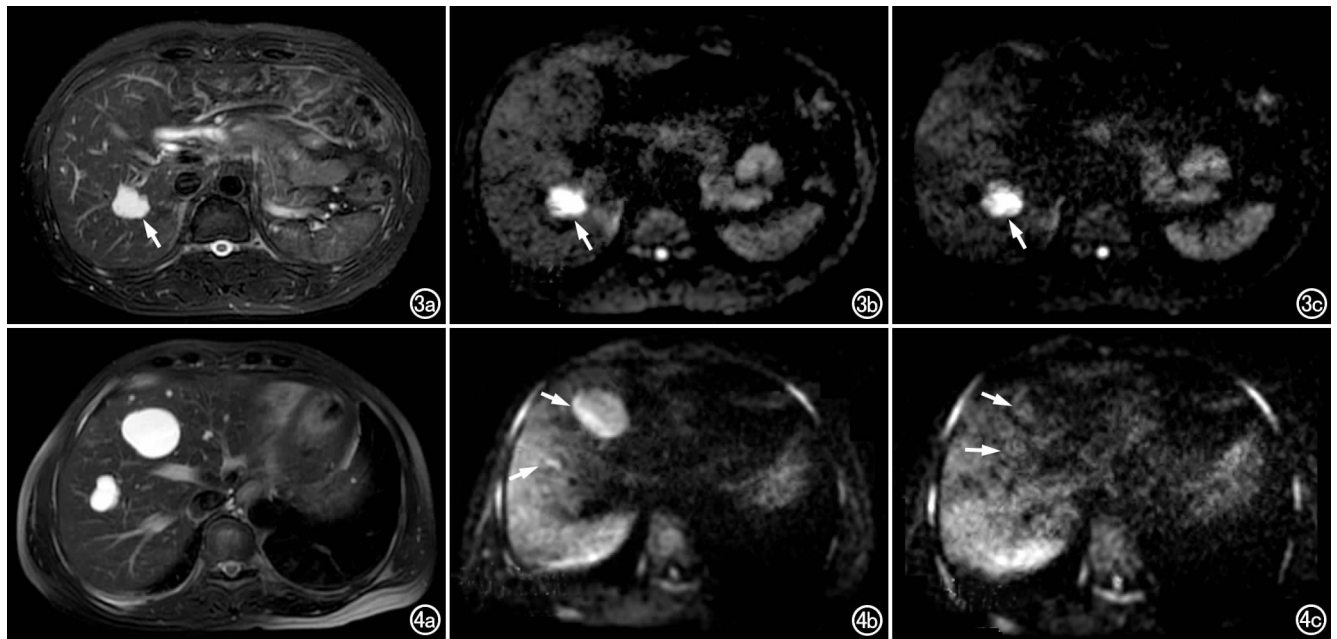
肝血管瘤。a) T_2 WI 示肝右叶病灶呈显著高信号(箭); b) $b=500 \text{ s/mm}^2$ DWI 示病灶呈显著高信号(箭), $R_{500}=4.66$; c) $b=800 \text{ s/mm}^2$ 时 DWI 示病灶呈高信号, $R_{800}=3.87$, $\Delta R=-0.79$ 。图 4 肝囊肿。a) T_2 WI 示肝右叶内 2 个病灶呈高信号(箭); b) $b=500 \text{ s/mm}^2$ DWI 示病灶呈稍高信号(箭), $R_{500}=1.31$; c) $b=800 \text{ s/mm}^2$ DWI 示病灶呈等信号(箭), $R_{800}=1.00$, $\Delta R=-0.31$ 。
